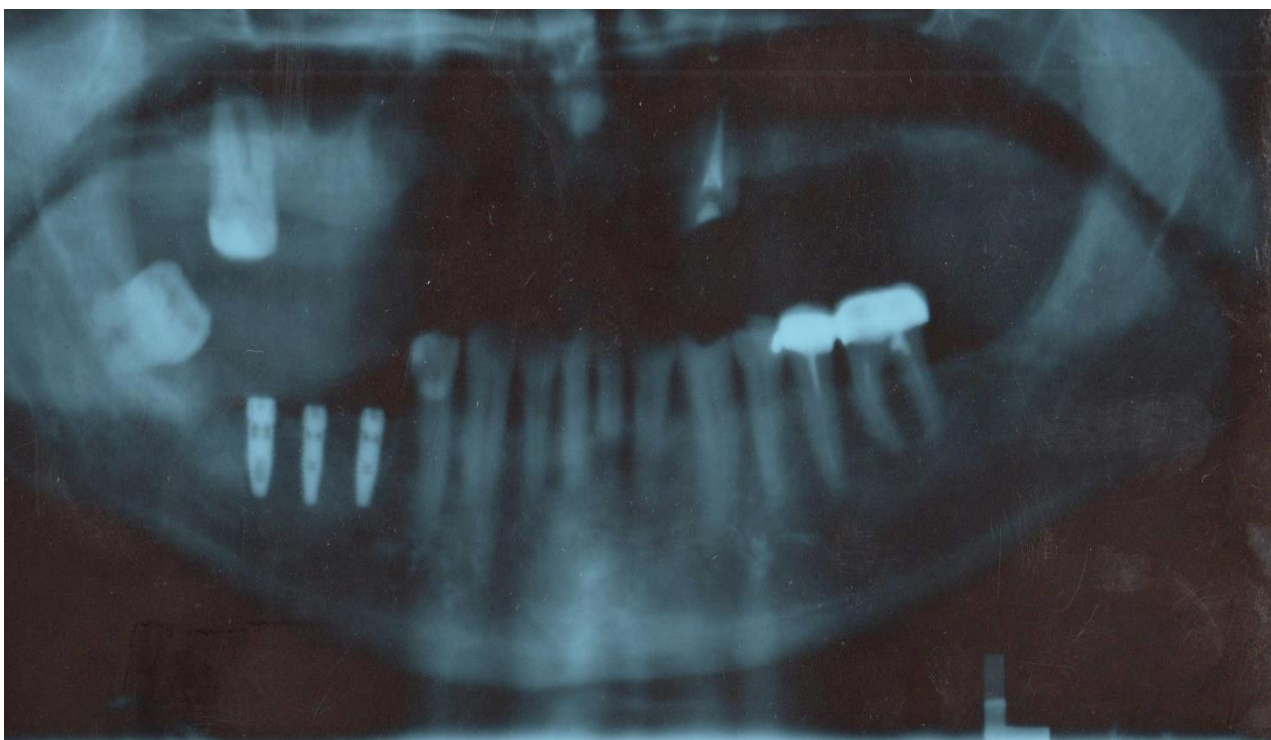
Ортопантомограмма пациентки Ф. через 6 месяцев после
